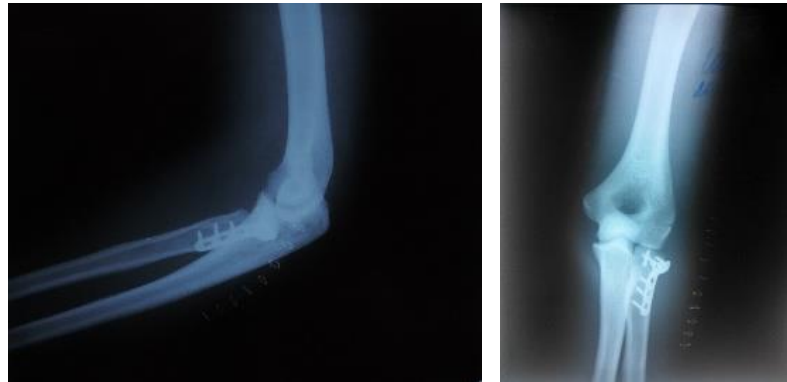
Рентгенограммы больного Щ. после операции
